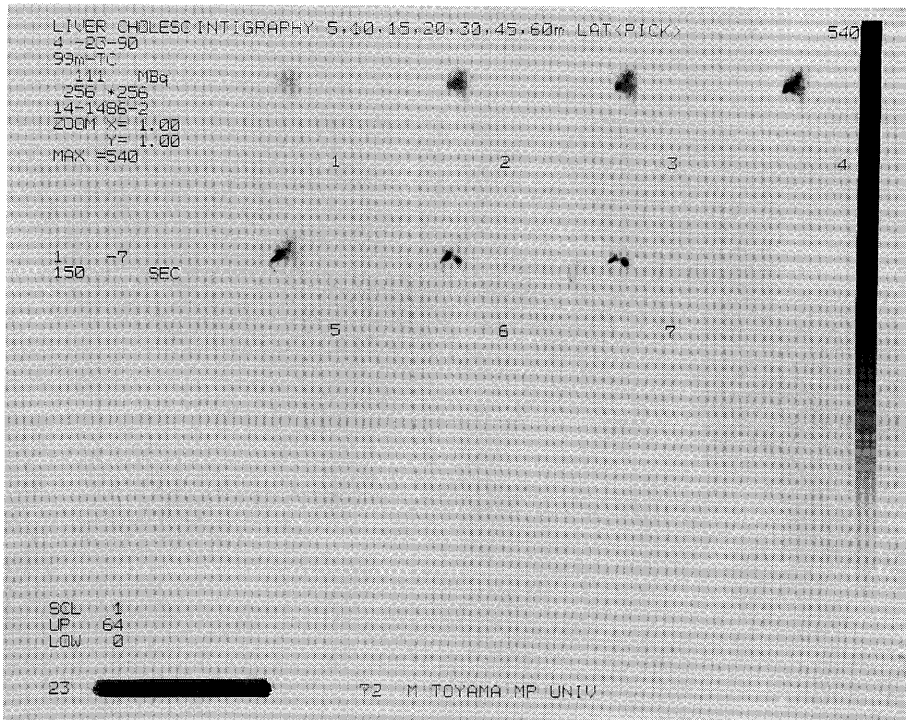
Hepatobiliary scintigram demonstrates no significant SOL, or RN retention.
